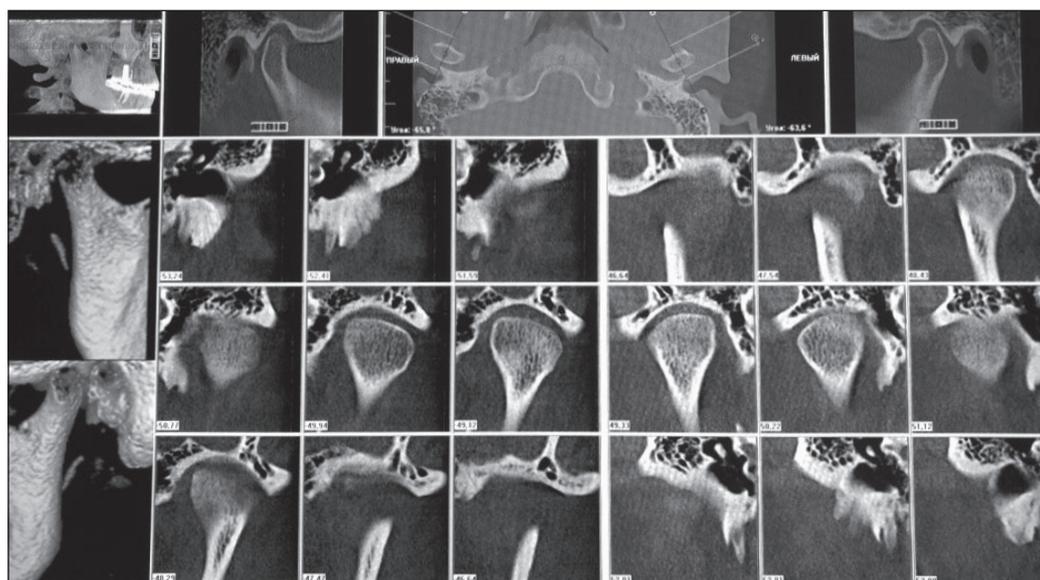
Компьютерная томография ВНЧС пациентки А, 35 лет через 4 недели после начала лечения
